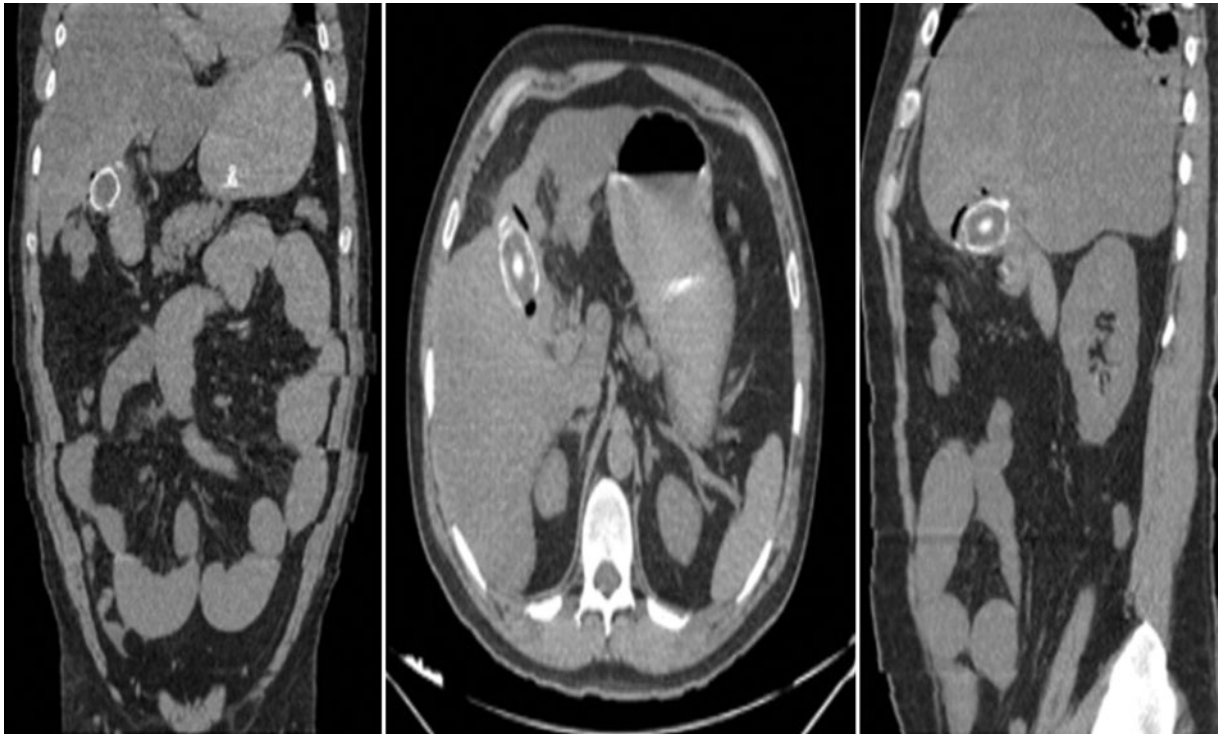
Tomografía computarizada abdominal a las 24 horas de ingreso. Se observa la vesícula biliar con paredes calcificadas, con aparente fístula de la vesícula al duodeno.
